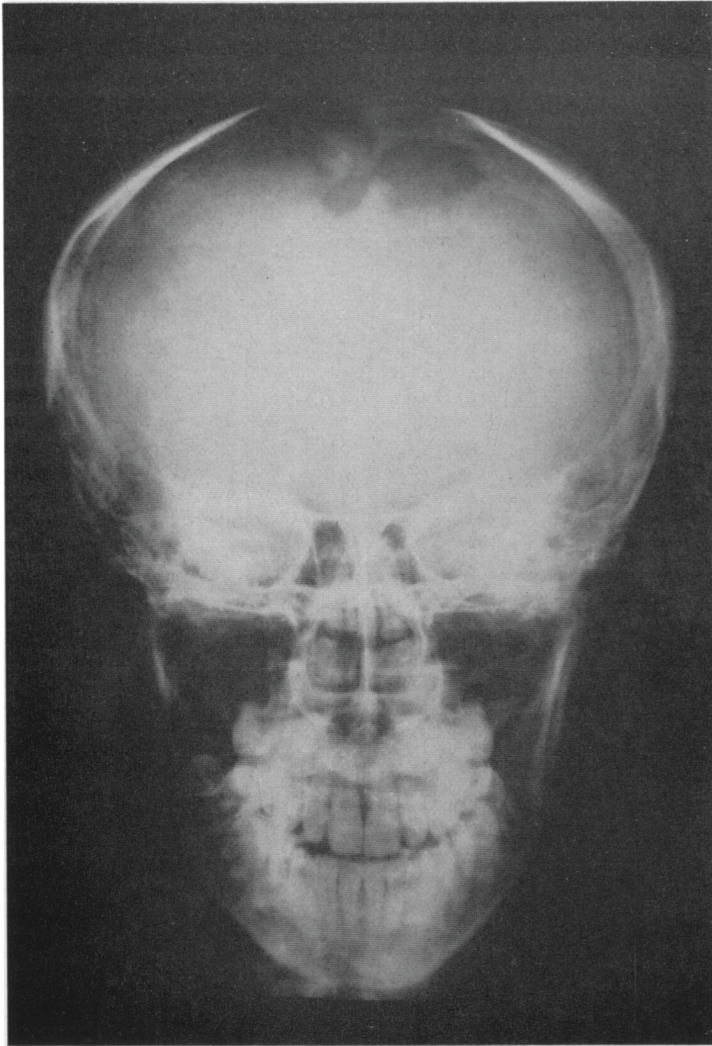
ERNESTO F. Radiografie del cranio agli anni 14. Sono evidenti le perdite di sostanze ossee a margini irregolari in corrispondenza di entrambi i parietali lungo la linea sagittale
